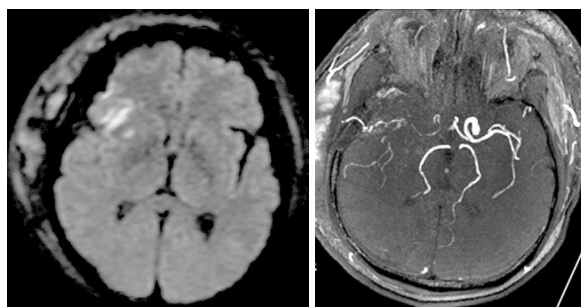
МРТ-картина СЦГ. DWI-положительный очаг в оперкулярной области, в проекции наложенного анастомоза. Справа на МР-ангиограммах визуализируется анастомоз.
